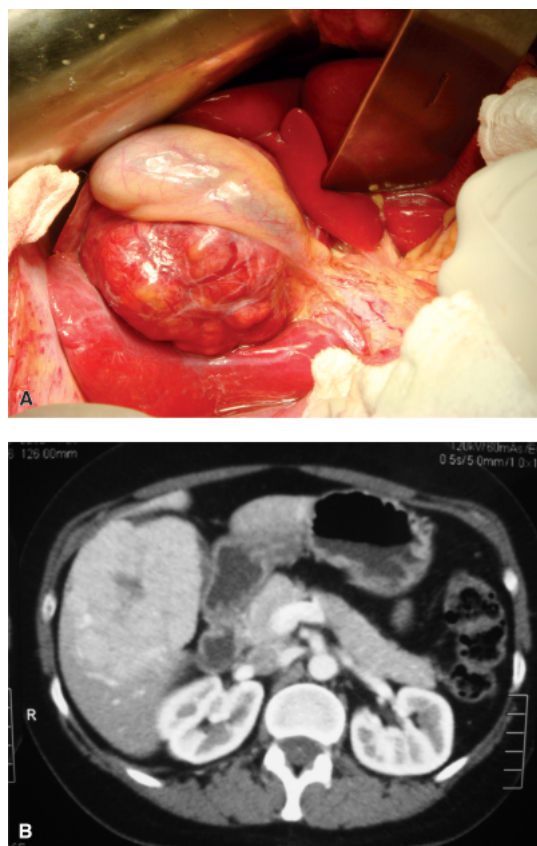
Hiperplasia nodular focal. A. Peça cirúrgica. B. Tomografia computadorizada mostrando imagem nodular ocupando todo o lobo esquerdo do fígado.
